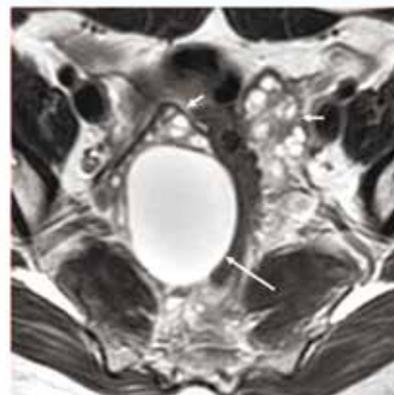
МРТ таза на уровне яичников в аксиальной проекции, T2 ВИ
